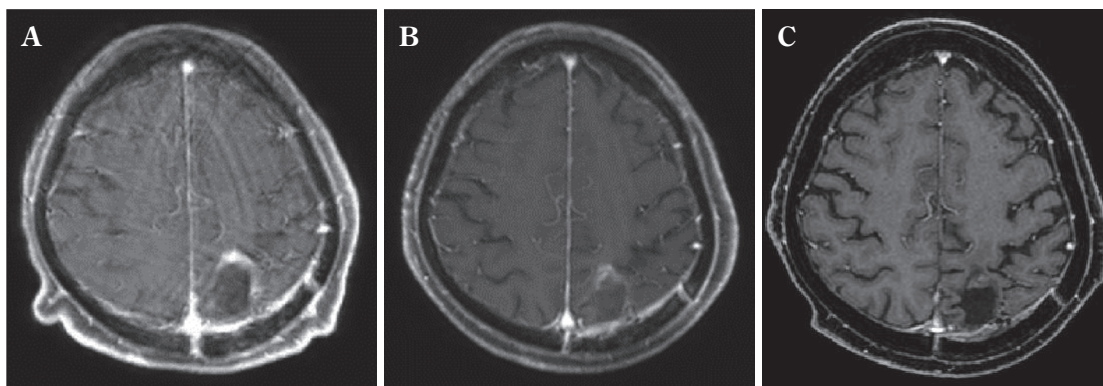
MRI findings observed during follow-up (A) and after rituximab administration (B).
